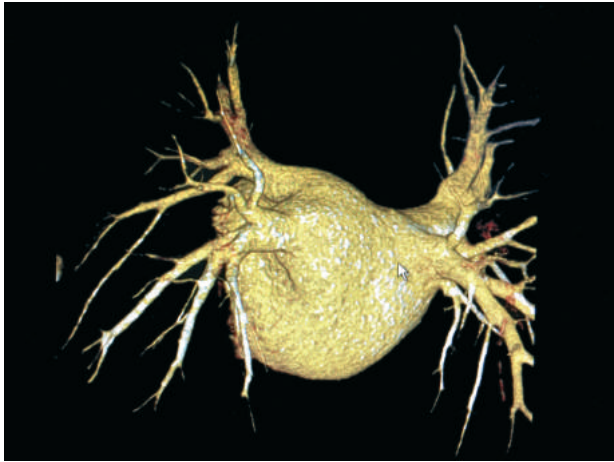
Компьютерная томограмма левого предсердия и устьев легочных вен. Объем левого предсердия – 218 мл
